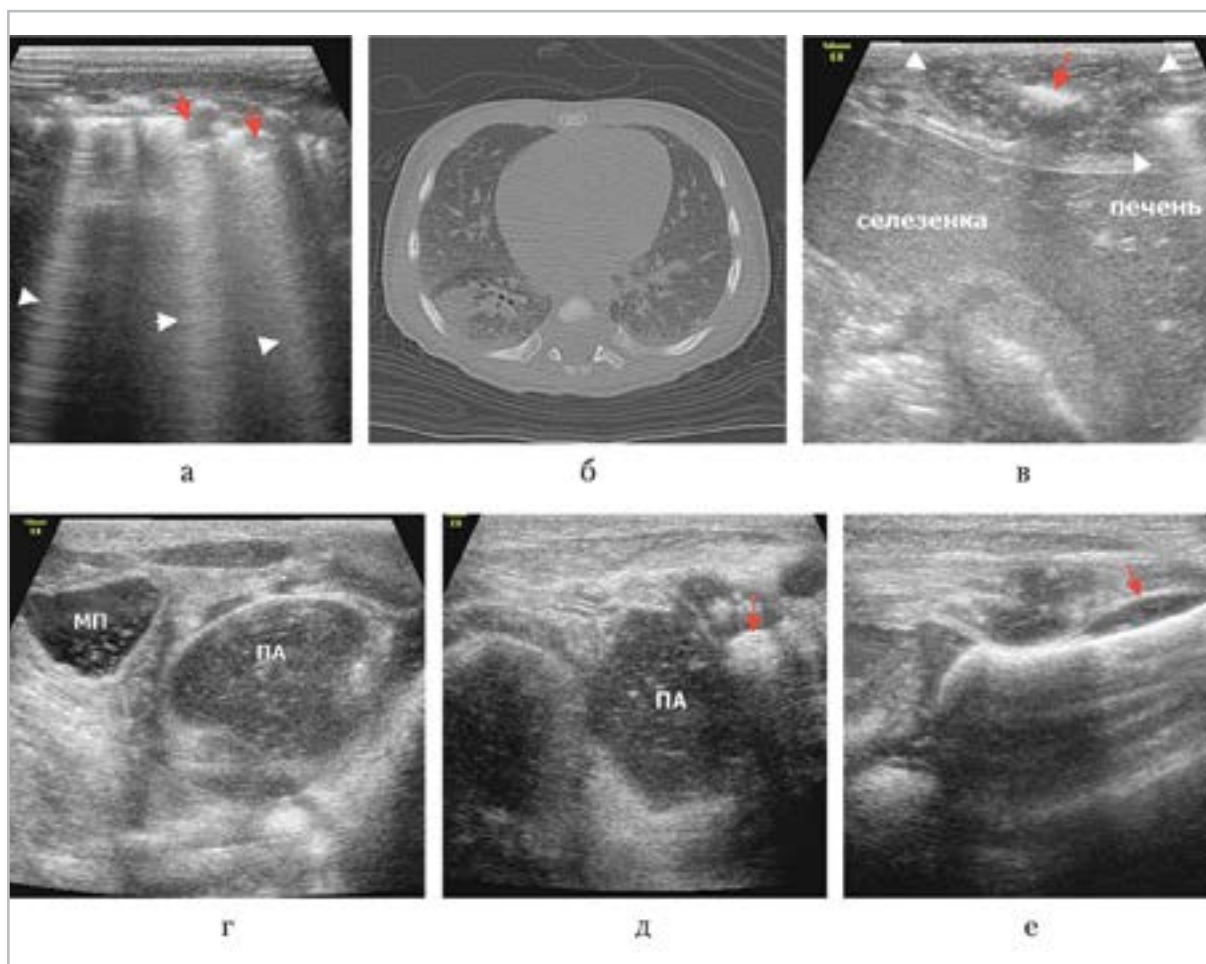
УЗИ при поступлении: МП — мочевого пузыря; ПА — псоас-абсцесс; а — септическая пневмония при УЗИ (красные стрелки — избыточные В-линии, белые стрелки — участки консолидации легочной ткани); б — компьютерная томография аксиальный срез, септическая пневмония; в — УЗИ, продольный скан слева по переднеаксиллярной линии, скопление гноя (красные стрелки) вокруг деструктивно измененного ребра (белая стрелка); г — УЗИ, поперечное сканирование левее средней линии в надлонной области; д — УЗИ, косопоперечный скан слева в ягодичной области, распространение ПА в левую ягодичную область (стрелка — седалищный бугор); е — УЗИ, косопродольный скан по задней поверхности подвздошной кости слева: поднадкостничное скопление детрита показано стрелками
